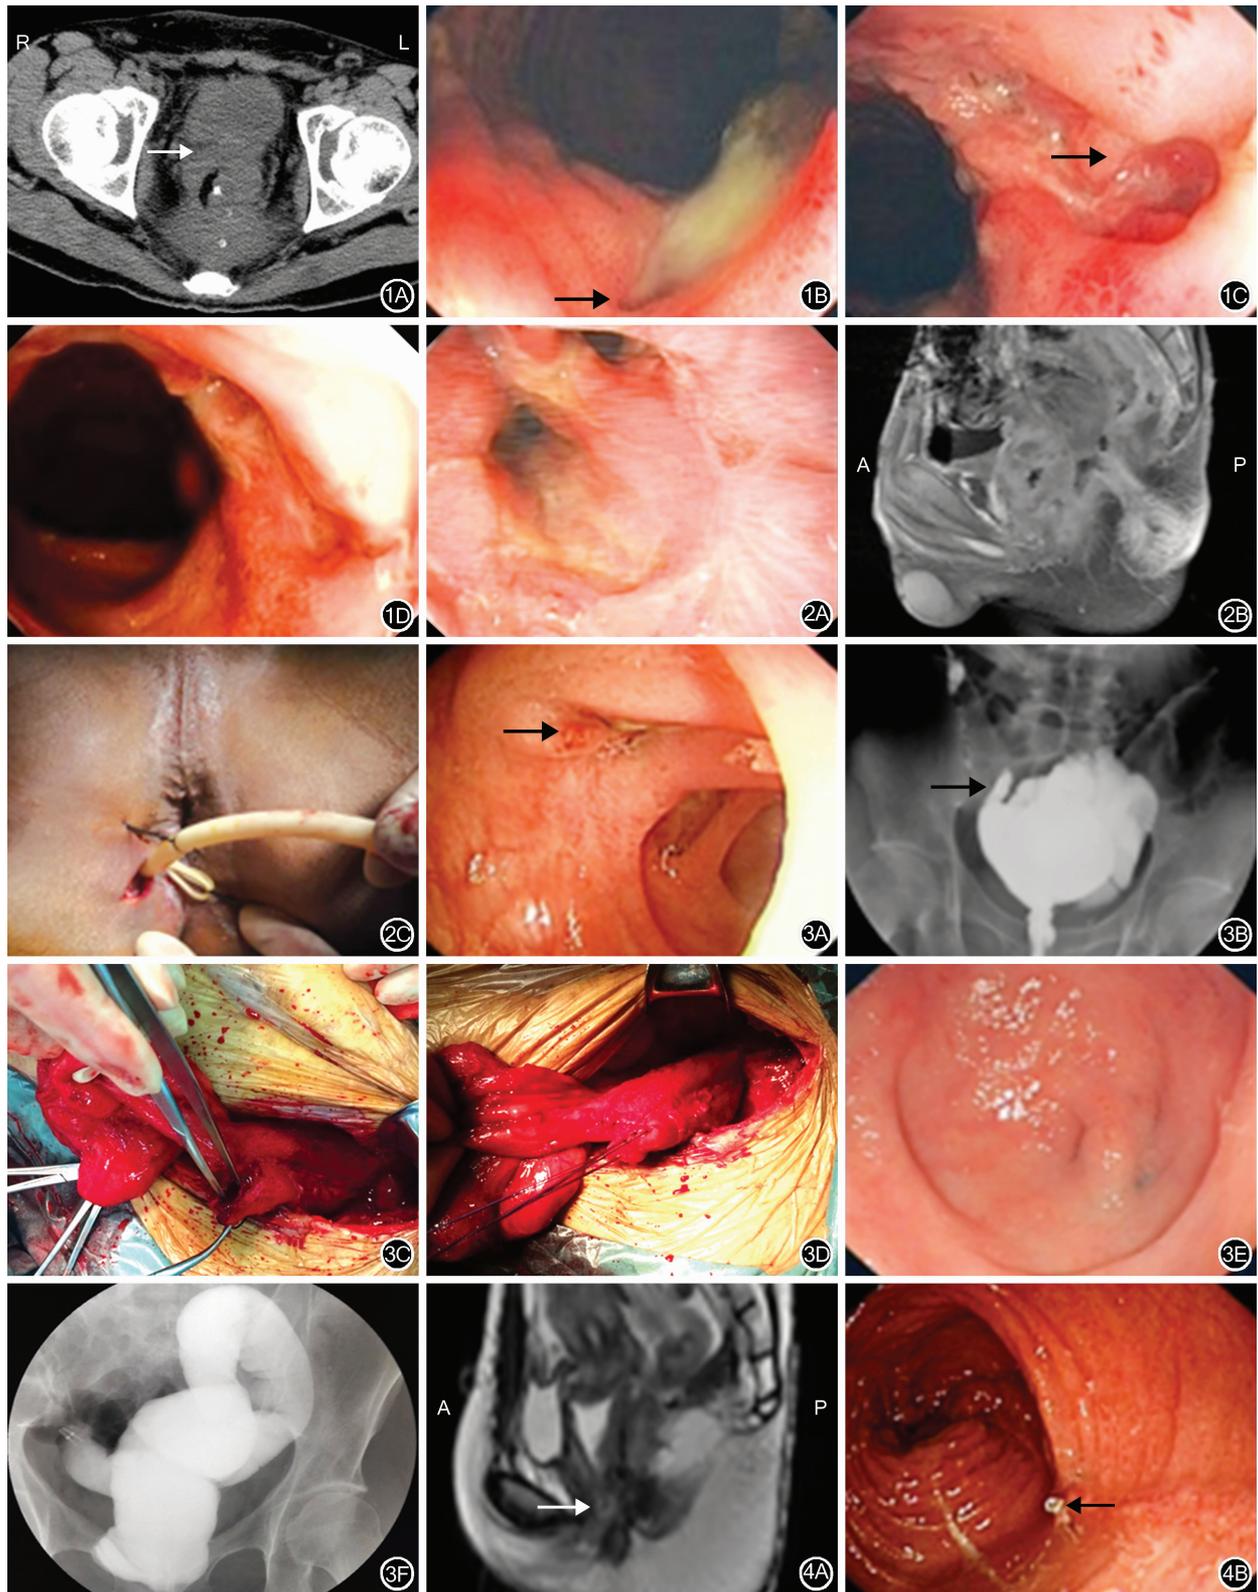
全结直肠切除回肠贮袋肛管吻合术后骶前脓肿继发窦道形成 1A:CT 检查示骶尾部脓肿形成(→); 1B:贮袋镜下见骶尾部脓肿窦道开口(→); 1C:经内镜切开窦道和贮袋之间的肠壁(→); 1D:3 个月后复查贮袋镜可见黏膜愈合 图 2 全结直肠切除回肠贮袋肛管吻合术后贮袋肛管吻合口瘘继发肛周脓肿/骶尾部窦道 2A:贮袋镜下见吻合口瘘管开口; 2B:盆腔 MR 检查矢状位示吻合口瘘继发肛周脓肿; 2C:行骶前脓肿置管引流术 图 3 全结直肠切除回肠贮袋肛管吻合术后贮袋顶端瘘 3A:贮袋镜下见顶端瘘瘘口(→); 3B:经肛造影检查见造影剂外渗(→); 3C:剖腹探查证实贮袋顶端瘘; 3D:行贮袋顶端瘘修补术; 3E:全结直肠切除回肠贮袋肛管吻合术后迟发型贮袋顶端瘘, 修补术 3 个月后复查贮袋镜见贮袋顶端瘘修补处; 3F:治疗后经肛造影检查未见造影剂外渗 图 4 全结直肠切除回肠贮袋肛管吻合术后贮袋阴道瘘 4A:盆腔 MR 检查矢状位示贮袋-阴道后穹窿形成瘘管(→); 4B:肠镜检查示贮袋肛管吻合口与阴道后壁瘘形成(←)
